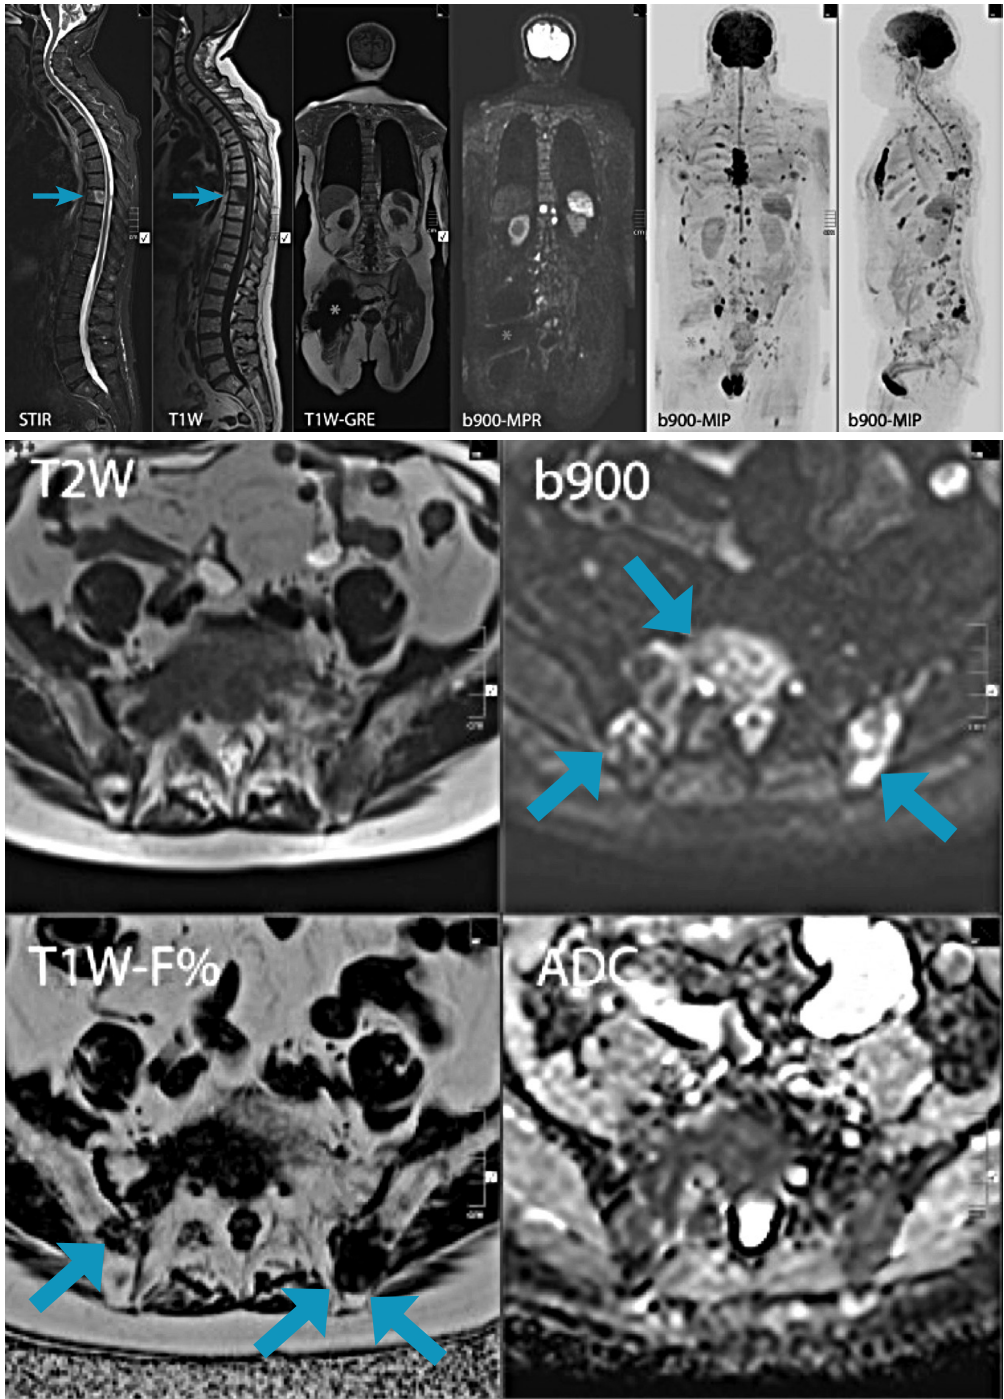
Resonancia magnética. Evaluación de metástasis.
